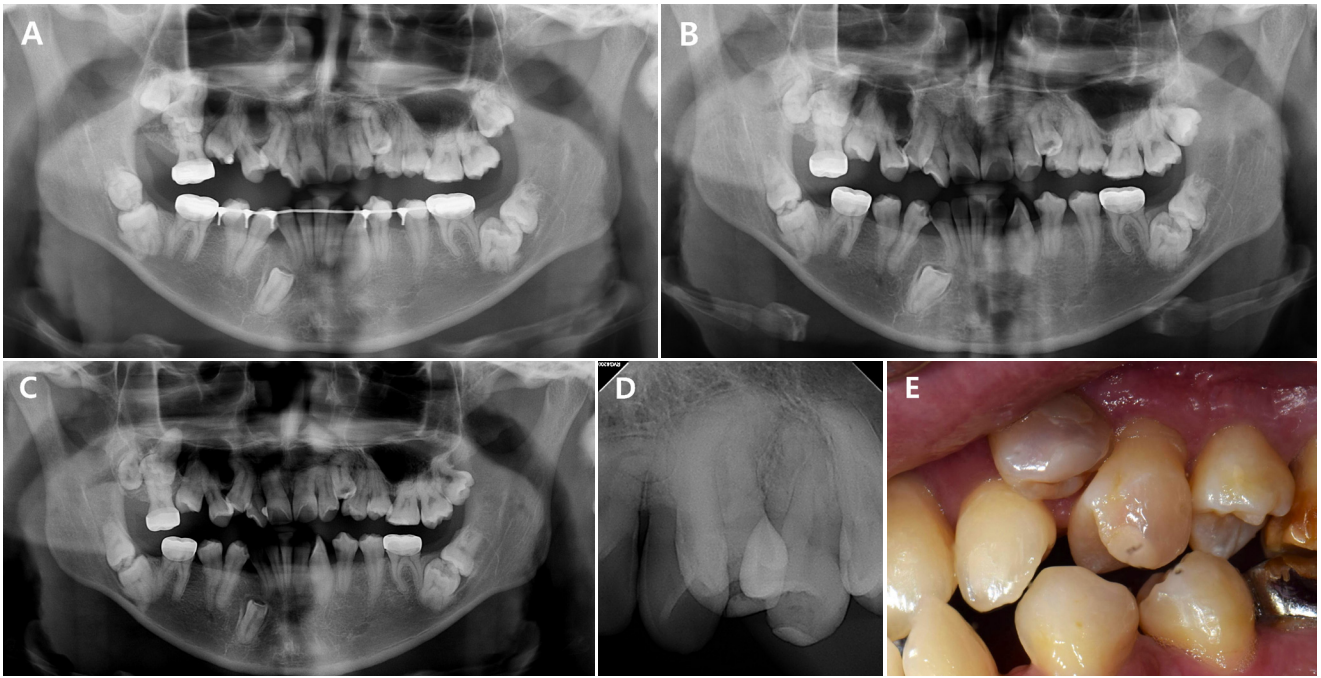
Radiographs and Intraoral photographs during follow-up. A. 3-year follow-up. B. 6-year follow-up. C. 9-year follow-up. D. Periapical radiograph at 9-year follow-up. E. Intraoral clinical photograph at 9-year follow-up.
